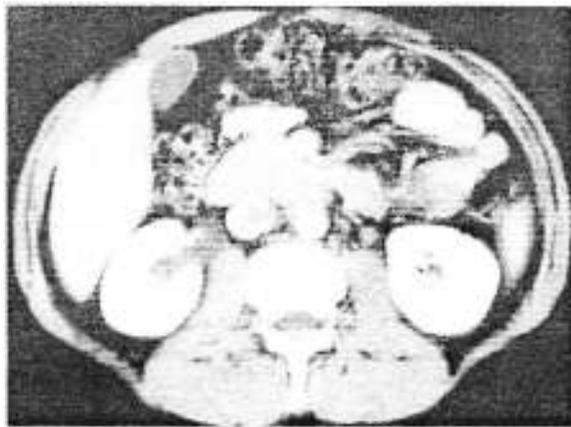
TAC preoperatoria.
